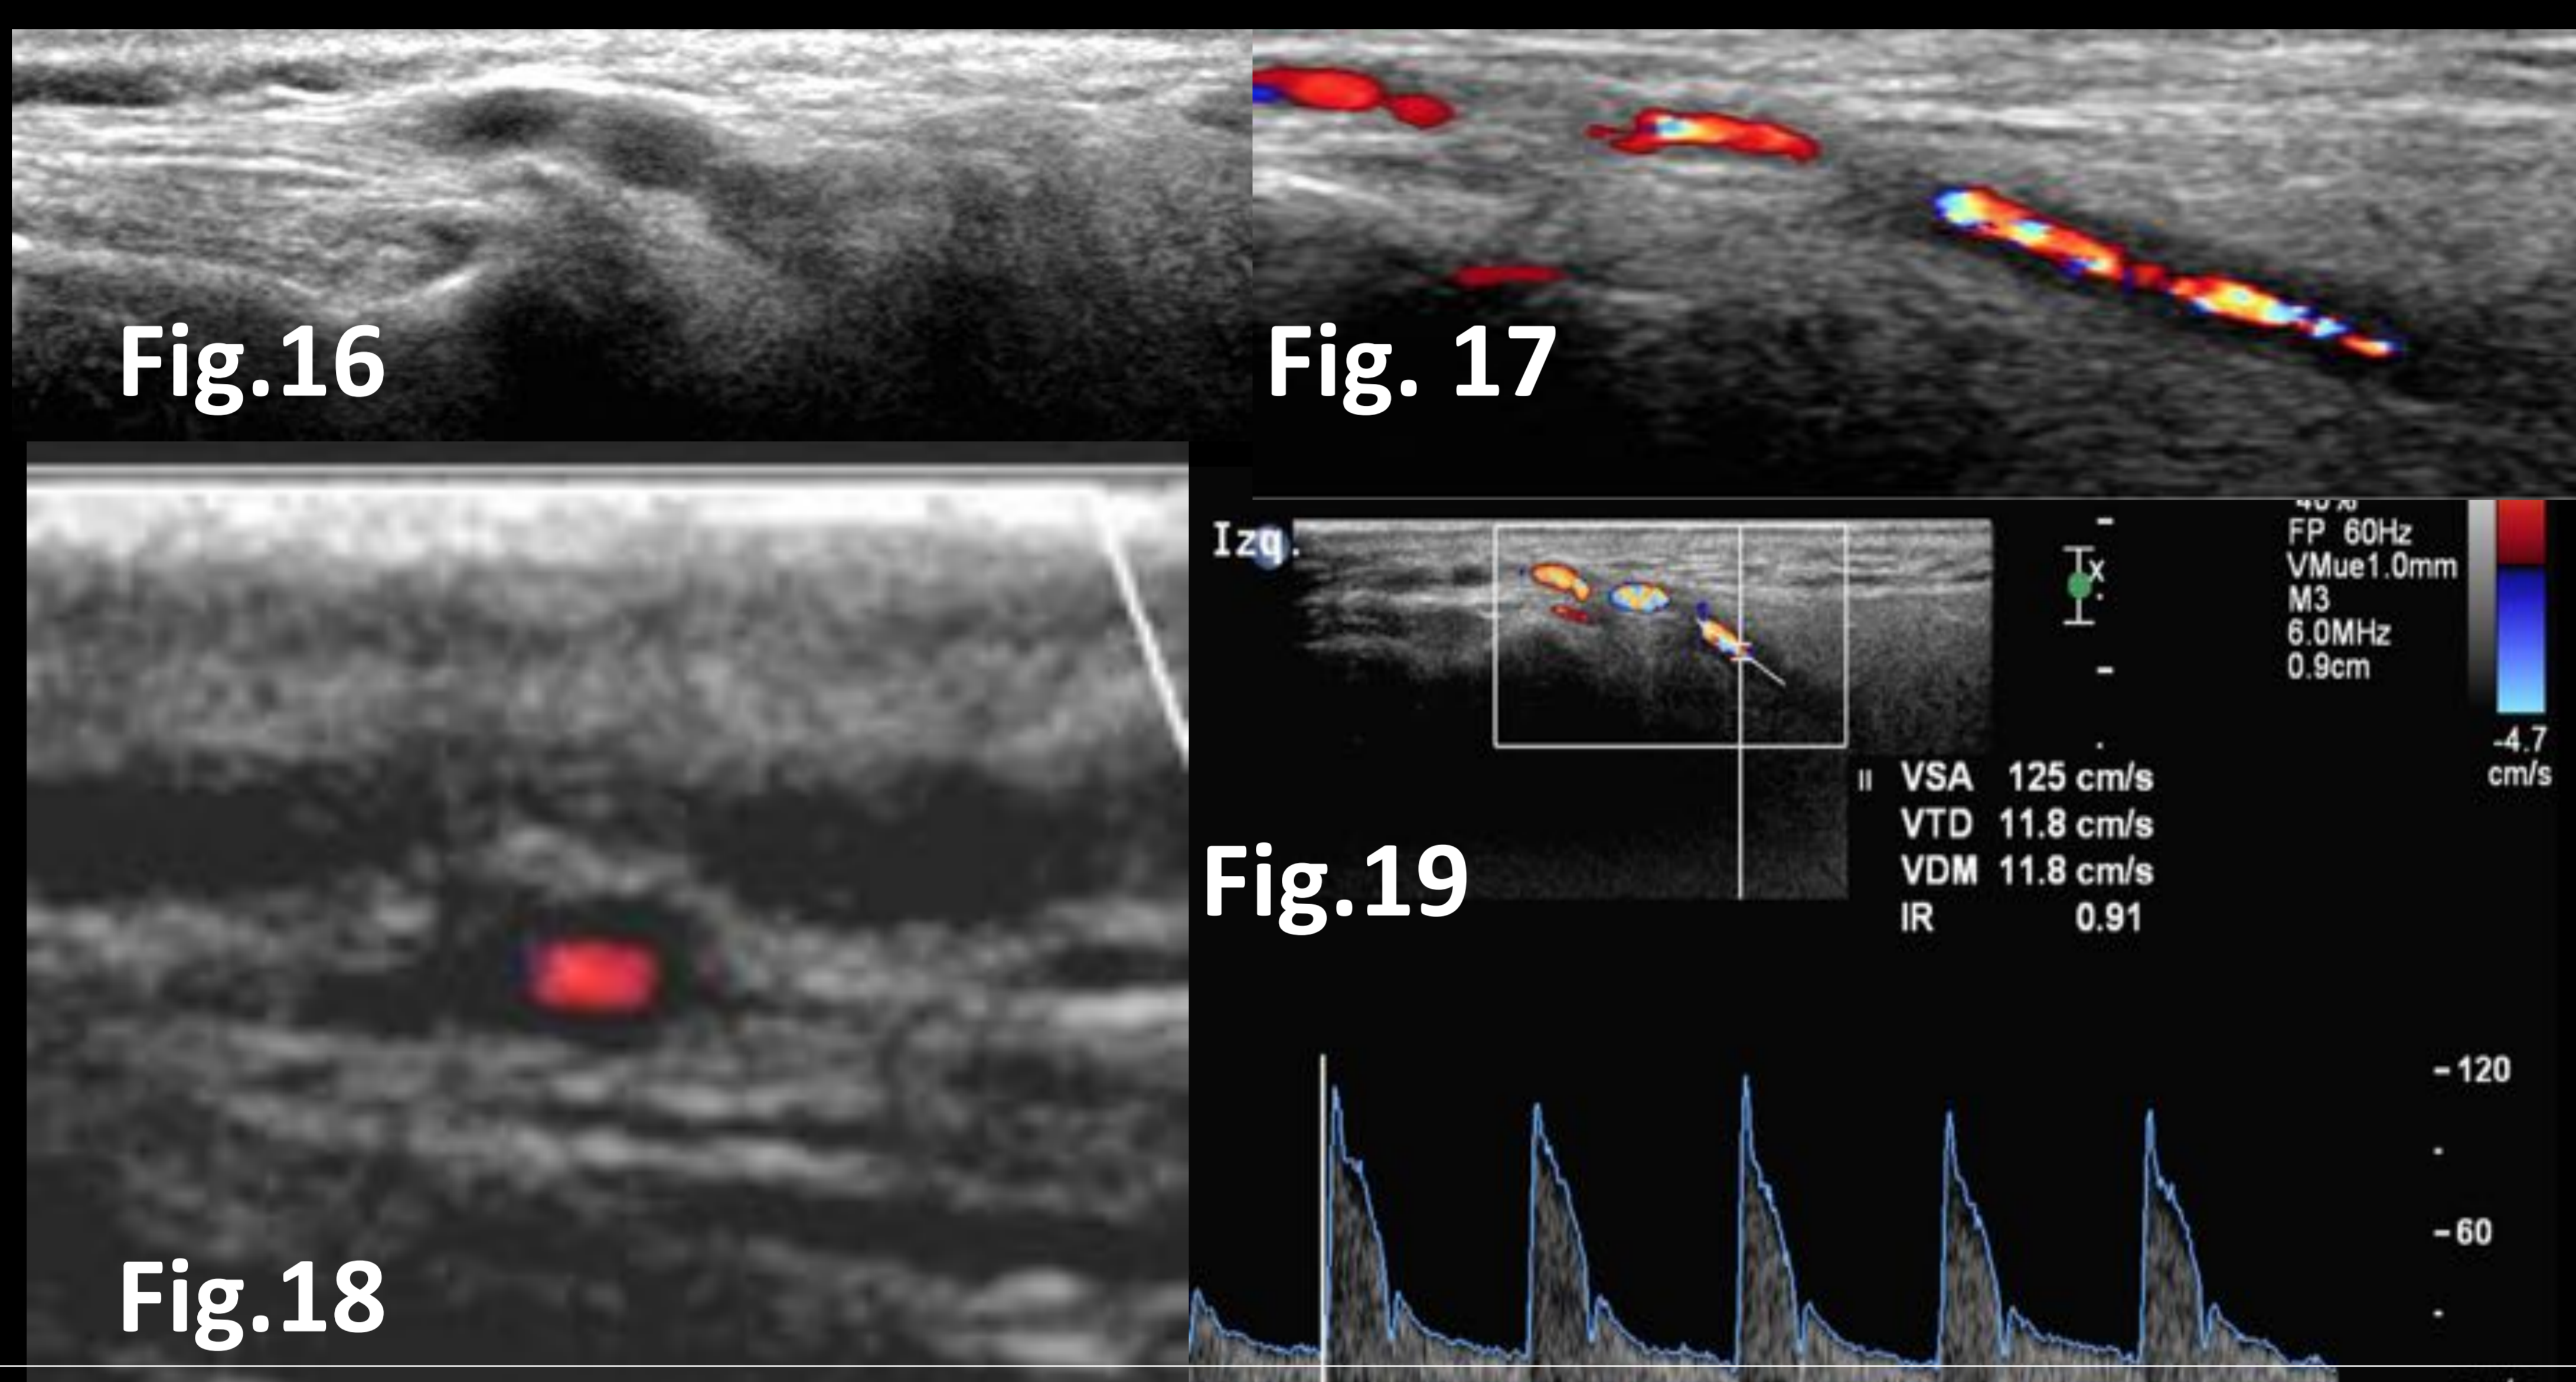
Ecografía Doppler color, corte longitudinal. Flujo laminar
